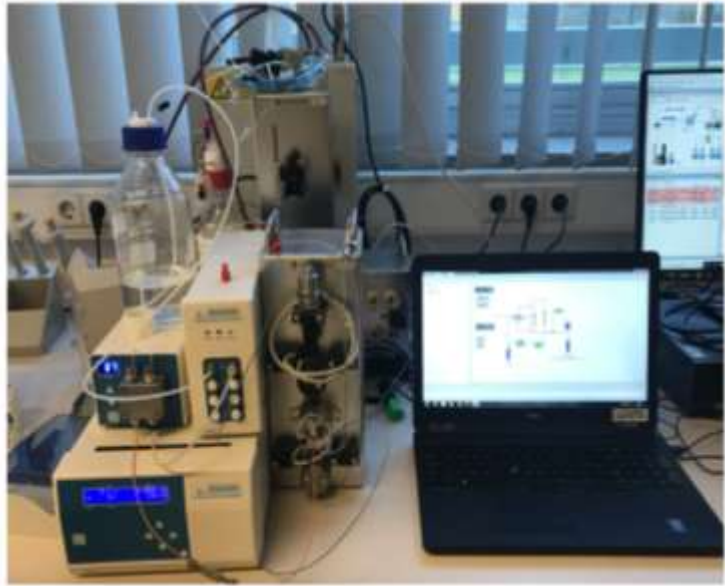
凱薩琳醫院核醫藥局之Eckert-Ziegler radioHPLC，用於Lu-177-PSMA、Ga-68-DOTATOC 核醫藥物的放化純度檢驗，凱薩琳醫院以兩套系統並行以確保檢驗效率與品質。(照片為作者參訪凱薩琳醫院時拍攝)
